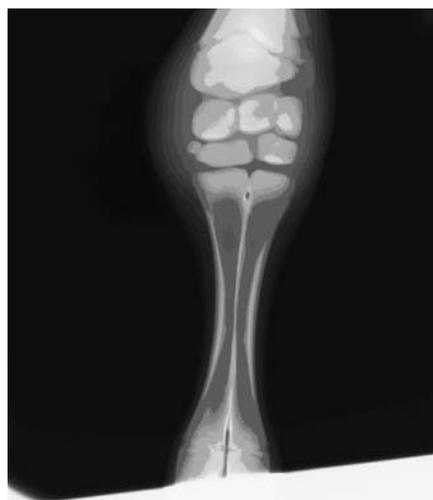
a：症例1の初診時の左手根部のX線検査所見(頭一尾側像)
